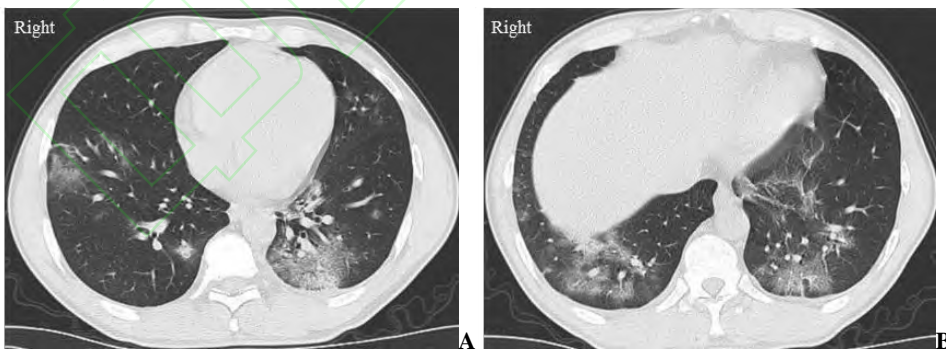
1 例 COVID-19 患者的进展期 CT 表现
